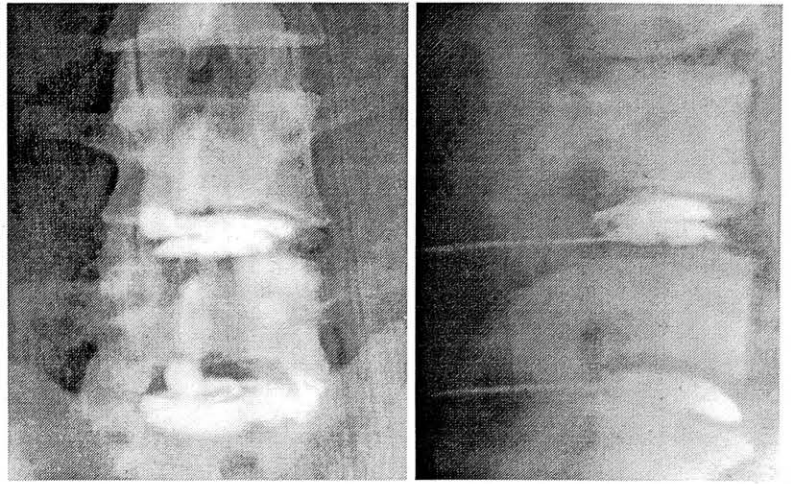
Протрузия L4—5 диска.
